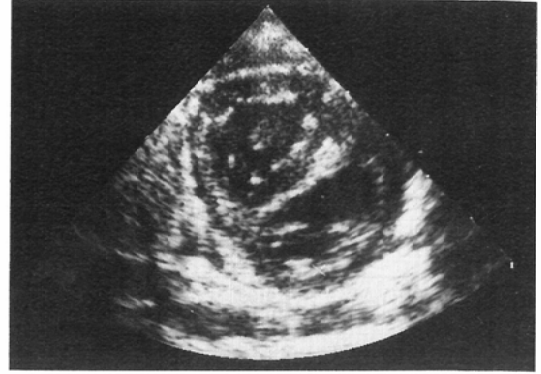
Echocardiogram of 2 months old male patient with Tetralogy of Fallot. The end diastolic short axis view at papillary muscle tip shows ovale shaped section which is separated by the linear interventricular septum.
